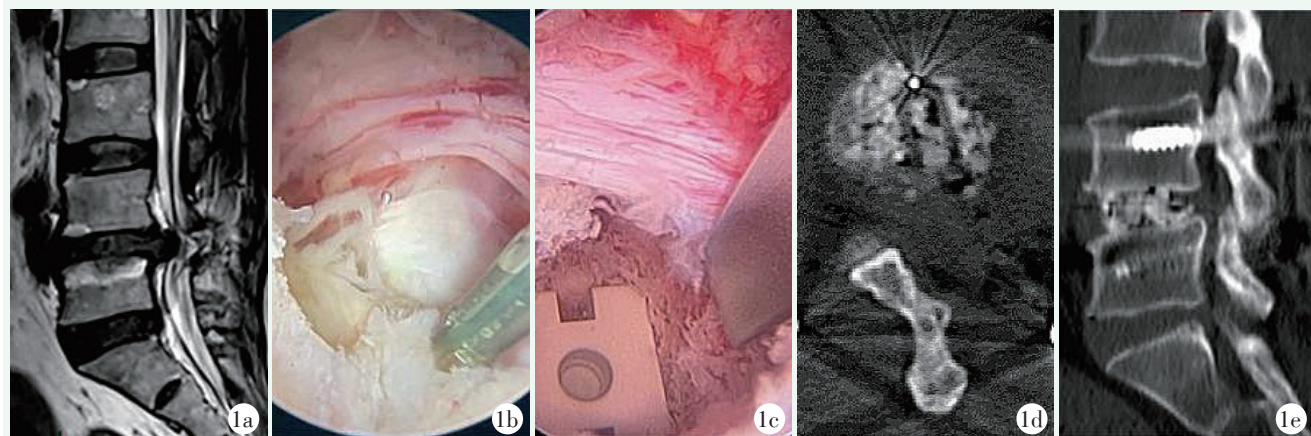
患者女性，47 岁。1a: 腰椎 MRI 提示 L_{4/5} 椎间盘突出（复发）；1b: UBE-TLIF 翻修术内镜下暴露 L₅ 行走根及突出椎间盘组织；1c: 内镜下见神经根及融合器位置；1d: 腰椎 CT 横断位提示左侧减压充分；1e: 末次随访腰椎 CT 提示椎间融合良好。
